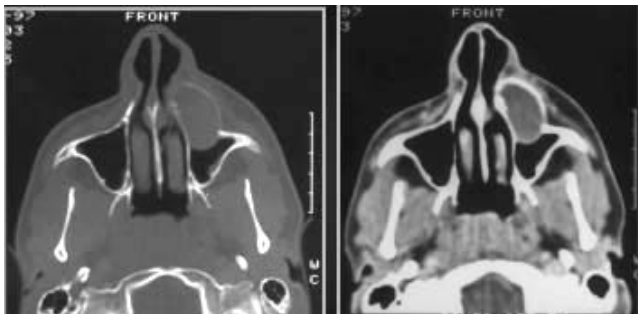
TAC. de un queratoquiste (corte axial) del maxilar superior.
